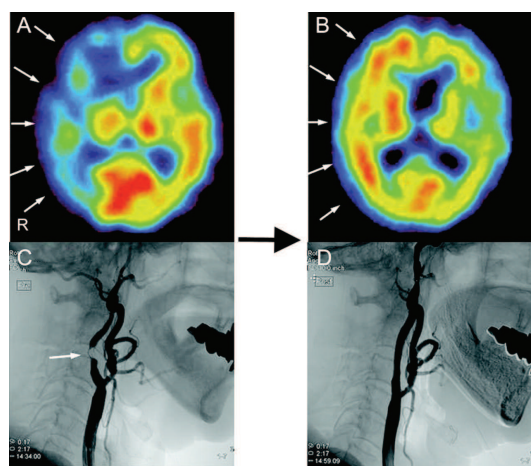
hyperhémie cérébrale (en rouge, en Single-photon emission computed tomography) post opératoire
